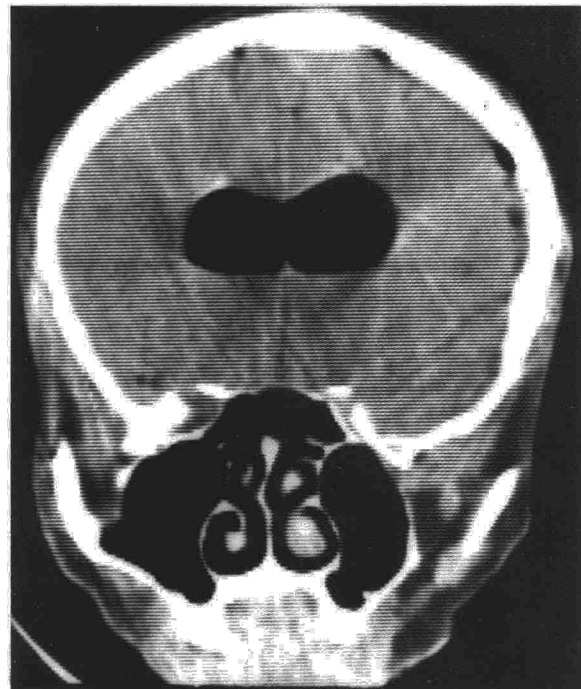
TC mostrando aire a nivel del sistema ventricular y espacio subaracnoideo.
